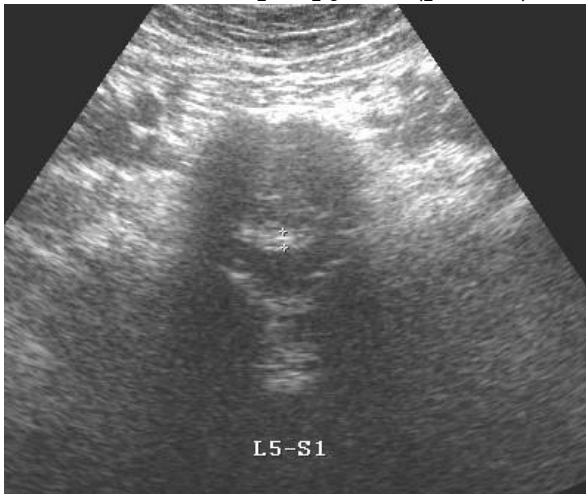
Ультрасонограмма. Аксиальное сечение. Дегенеративные изменения в ПЯ и ФК: повышение эхогенности, неоднородность эхоструктуры и расширение границы между ПЯ и ФК. Стрелками указано истончение толщины ФК 4мм, а маркерами (+) обозначено деформация ФК с образованием левосторонней парамедианной протрузии 2,5мм.
